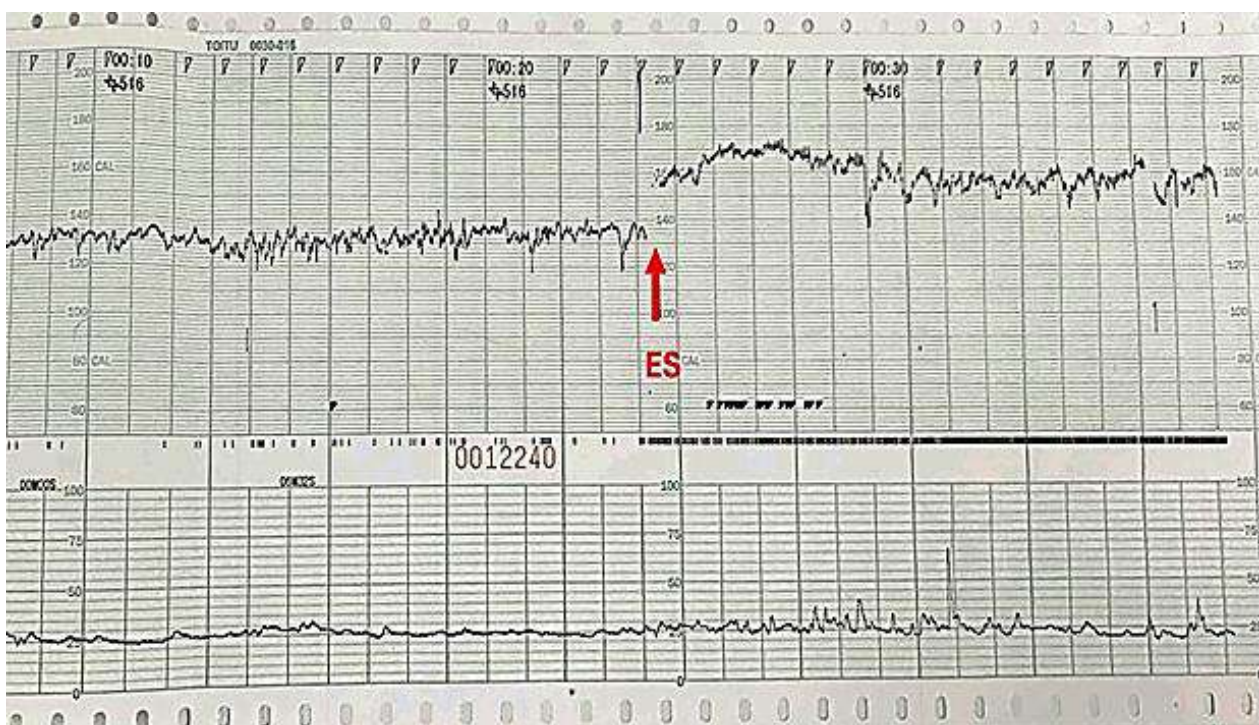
Cardiotocografia realizada na consulta de hoje, antes da ultrassonografia. ES=estímulo sonoro
